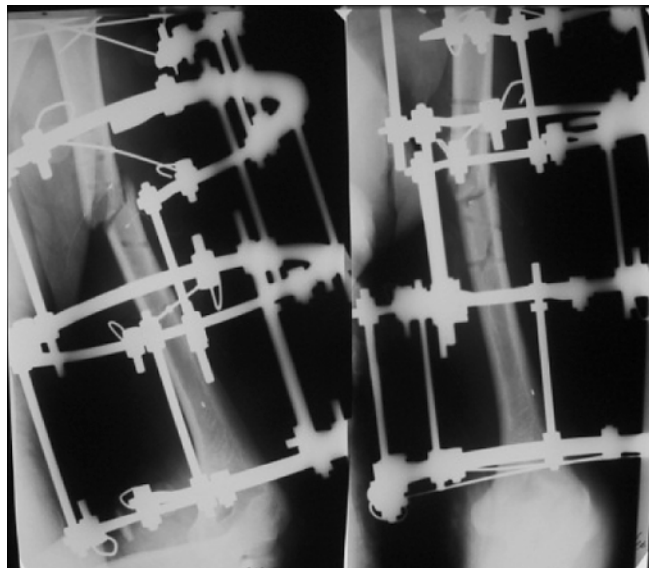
Рентгенограммы пациента с сочетанным повреждением плечевой кости и лучевого нерва.
